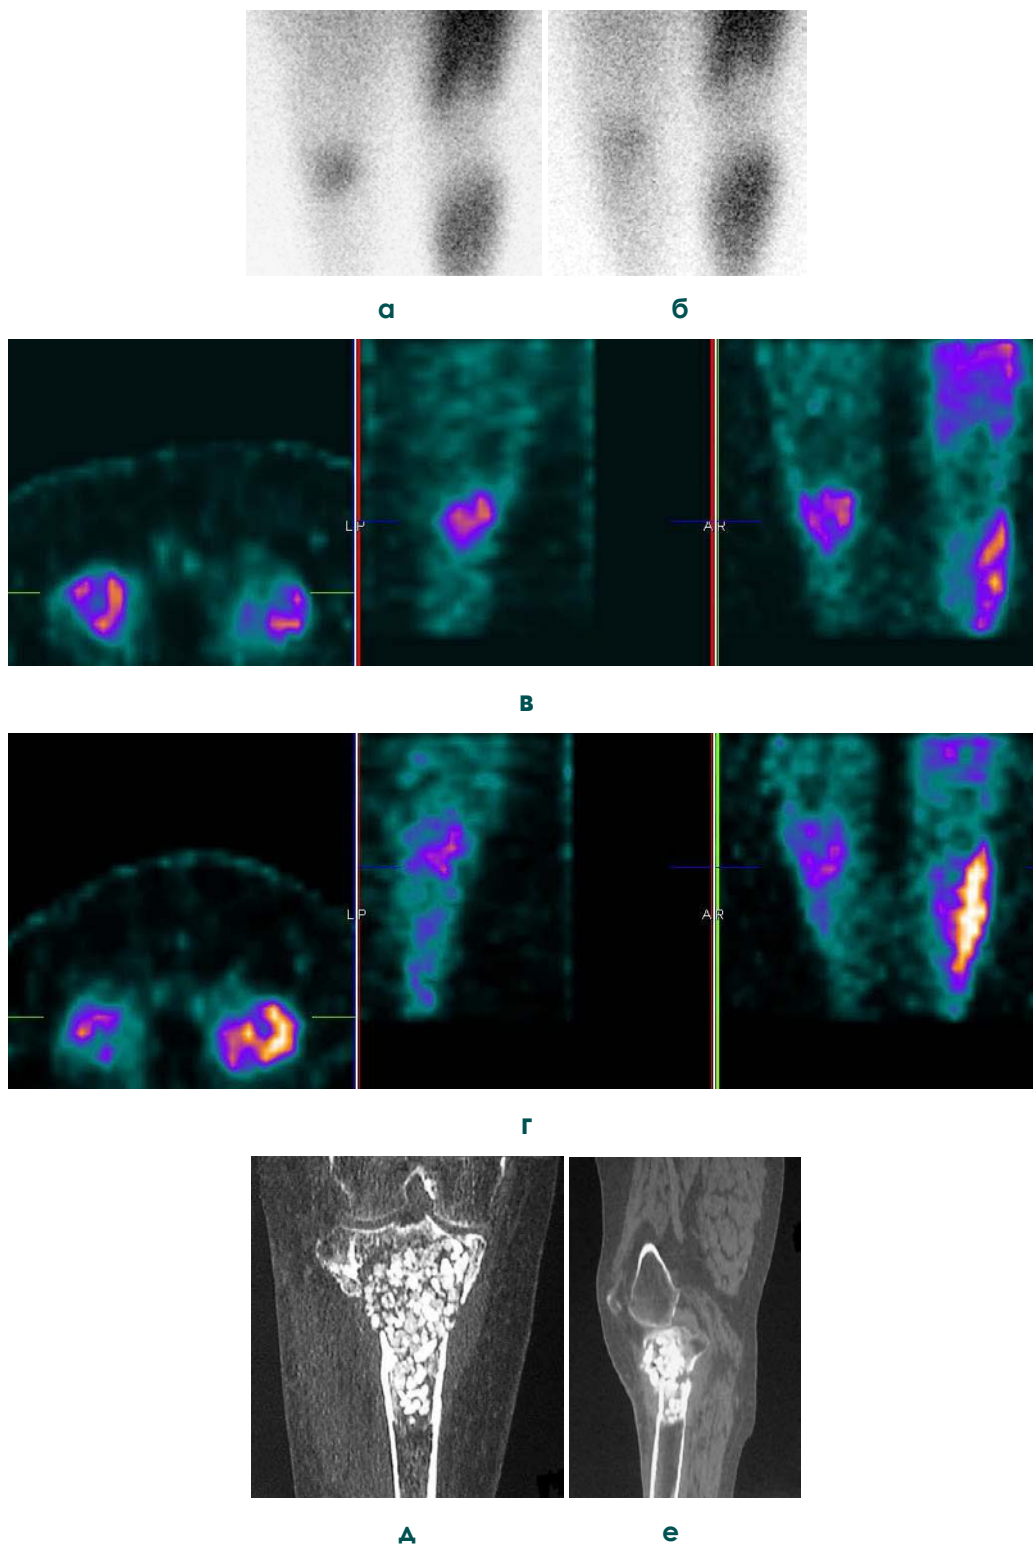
(а, б, в, г, д, е). Сцинтиграфия с ^{99}Tl -хлоридом: визуализация воспалительного процесса. Больная Д., 57 лет.
